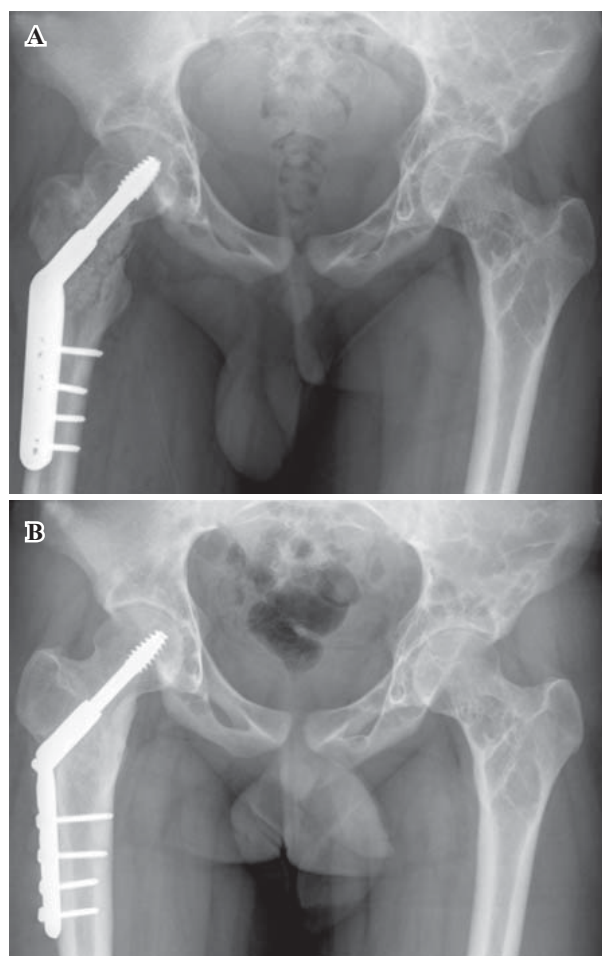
A) Radiografía simple anteroposterior de pelvis. Imagen radiológica de postoperatorio inmediato. B) Radiografía simple anteroposterior de pelvis. Consolidación completa del injerto óseo a los ocho meses postoperatorios.
